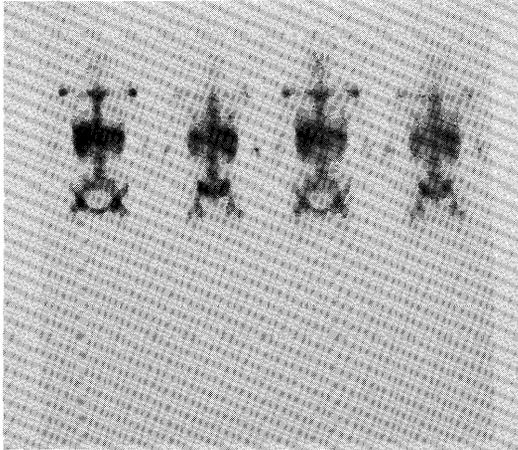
Bone marrow scintigrams with In-111 reveal poor uptake of bone marrow and abnormally increased uptake of liver and spleen.
